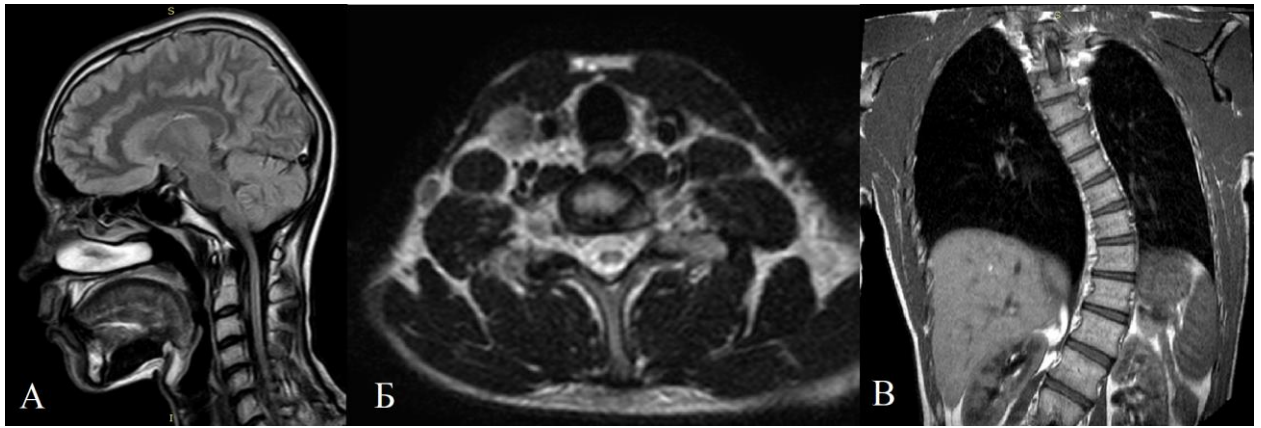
А – МРТ головного мозга и шейного отдела позвоночника (Т2-FLAIR, сагиттальный срез); Б – МРТ шейного отдела позвоночника (Т2-ВИ, аксиальный срез): определяются признаки истончения спинного мозга, мозжечок не изменен. В – МРТ грудного отдела позвоночника (Т1-ВИ, коронарный срез): сколиотическая деформация грудного отдела позвоночника.
